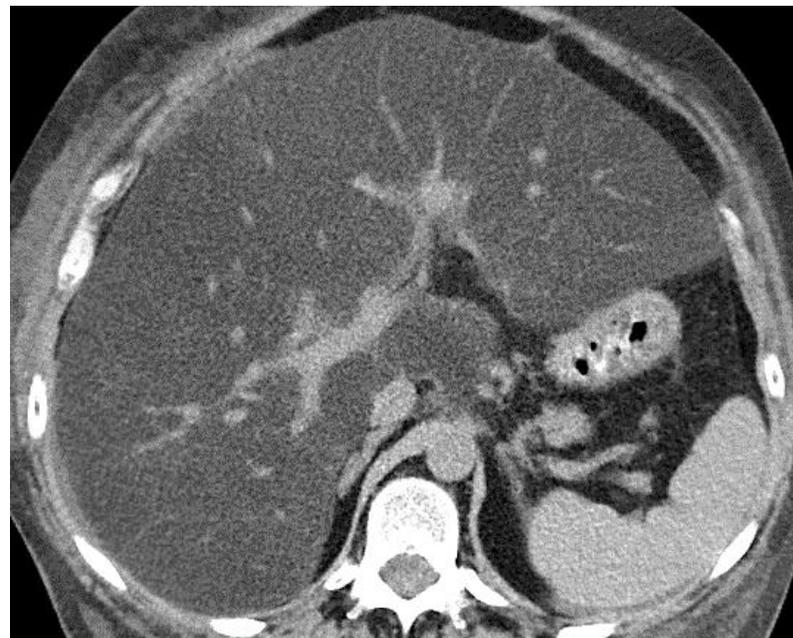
TC sem contraste mostra hipodensidade uniforme e aumento do fígado, permitindo a representação de estruturas vasculares que normalmente são visíveis apenas em exames com contraste.
